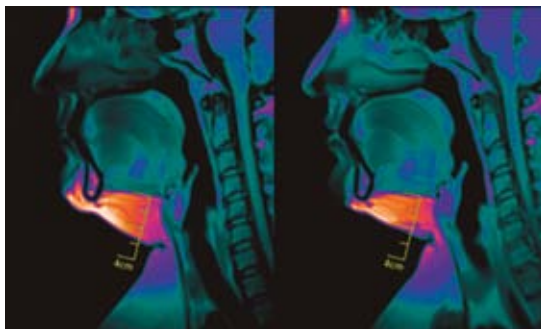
Tratamiento del área submentoniana con criolipólisis, resonancia magnética nuclear antes (A) y 10 semanas después (B) con el aplicador Coolmini™. Paciente tratado por el Dr. Héctor Leal, estudio de factibilidad, 2014.
